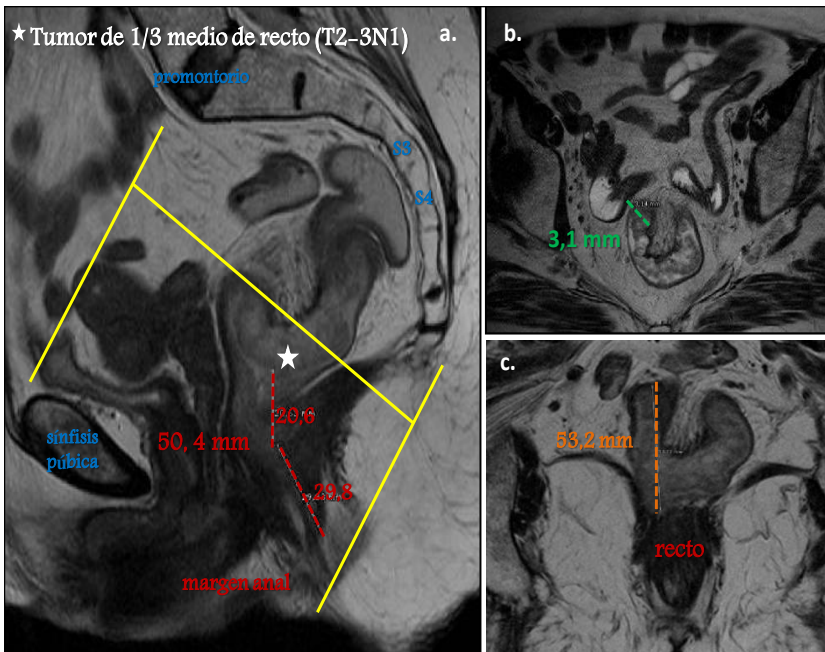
Medidas y referencias por RM de tumor de tercio medio de recto (V.C.M.). a. Corte sagital: eje de referencia promontorio-pubis (líneas amarillas); distancia al margen anal 50,4 mm (20,6 + 29,8 mm, líneas rojas). b. Axial: distancia a la fascia mesorrectal 3,1 mm (línea verde). c. Coronal: longitud craneocaudal del tumor 53,2 mm (línea naranja).
